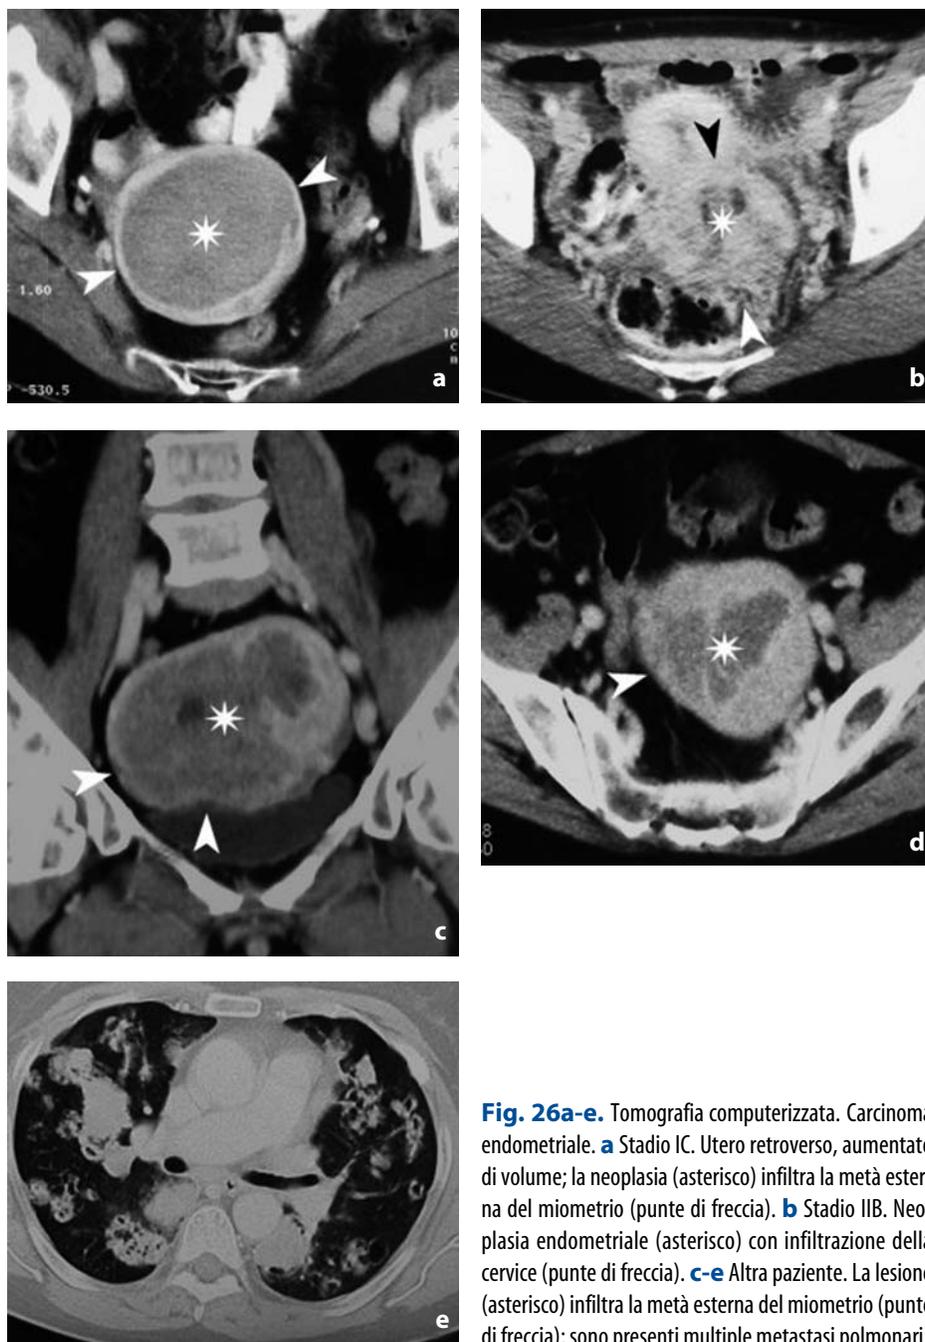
Tomografia computerizzata. Carcinoma endometriale. a Stadio IC. Utero retroverso, aumentato di volume; la neoplasia (asterisco) infiltra la metà esterna del miometrio (punte di freccia). b Stadio IIB. Neoplasia endometriale (asterisco) con infiltrazione della cervice (punte di freccia). c-e Altra paziente. La lesione (asterisco) infiltra la metà esterna del miometrio (punte di freccia); sono presenti multiple metastasi polmonari
